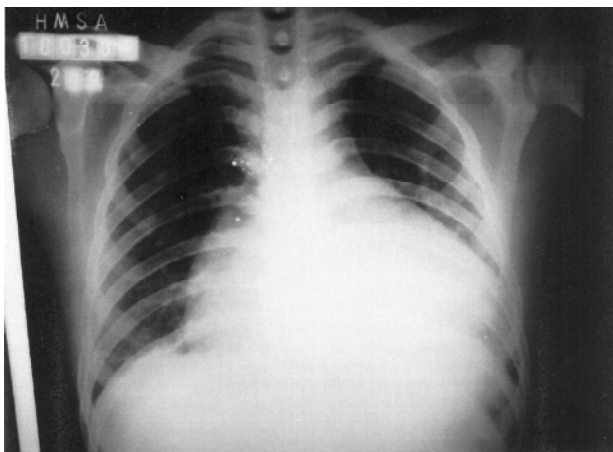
Radiografia simples de tórax mostrando cardiomegalia.
